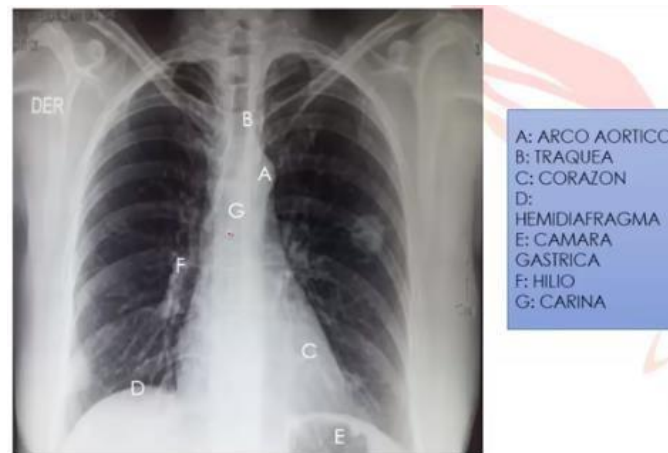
Radiografía de Tórax Densidades (2018)
